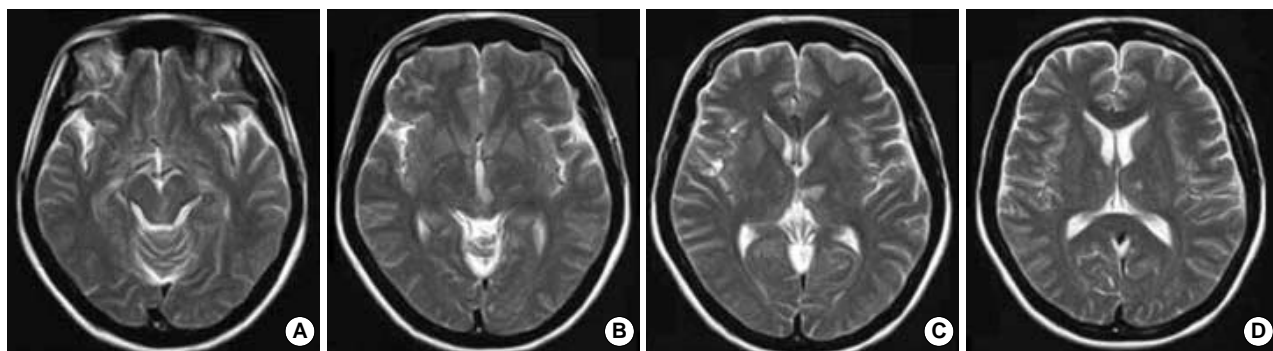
Axial view of T2 weighted MRI image. A localized infarction is found in left paramedian thalamic area, especially mediodorsal nucleus and midbrain.
